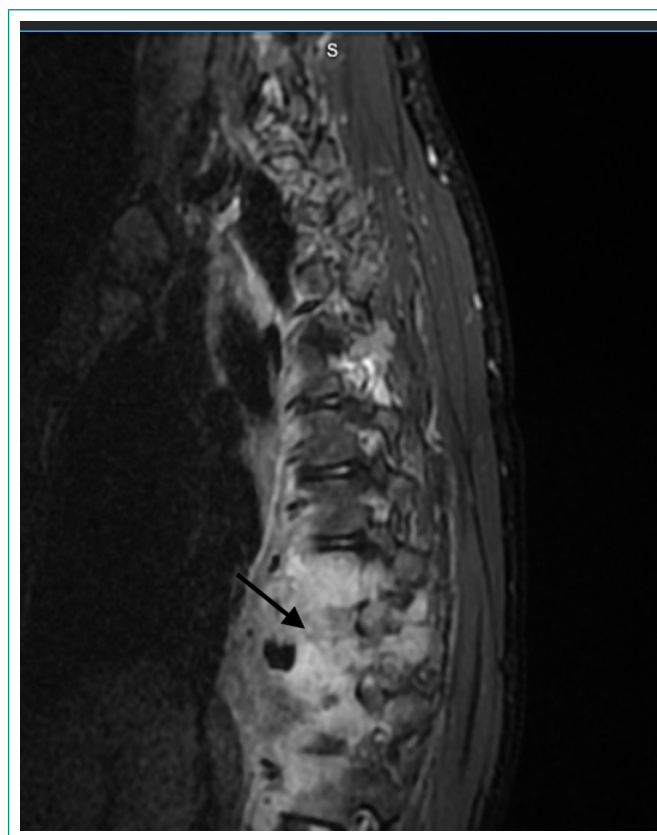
RMN sagital con secuencia STIR. Lesiones óseas múltiples en cuerpos vertebrales dorsales e imágenes compatibles con colecciones epidurales e infiltración de partes blandas, en el contexto de tuberculosis ósea multifocal.
